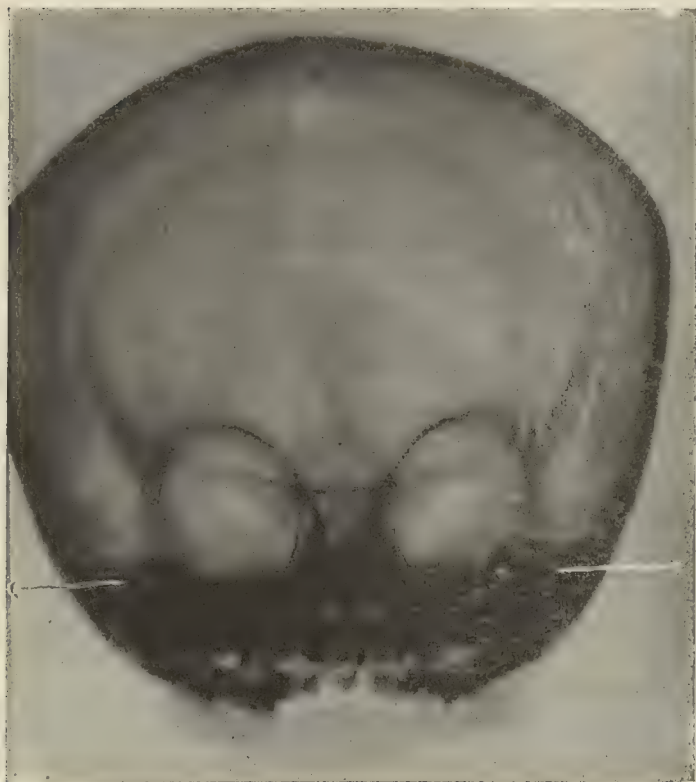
Radiographie du crâne d'un nourrisson. On remarquera le développement exagéré du crâne par rapport à la face ; le développement de la matrice dentaire ; la proximité de l'orbite et de la matrice dentaire ; la projection du labyrinthe ethmoïdal.
